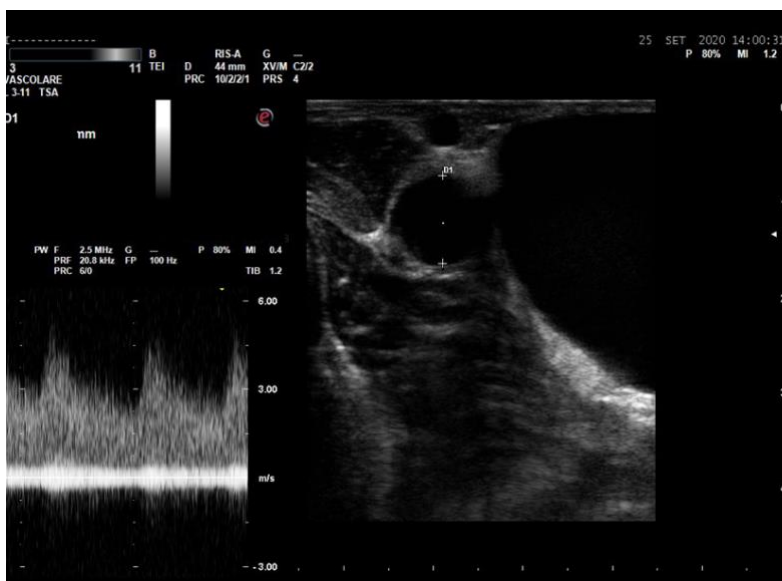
FAV con portata di 10 l/min. I parametri necessari per il calcolo della portata della FAV sono: diametro del vaso (arteria omerale) e velocità media del sangue. Flusso (ml/min) = Area × Velocità media × 60, dove per area si intende l'area di sezione del vaso (cm²) e la velocità media è quella dei globuli rossi (cm/sec) ricavata dal tracciato Doppler nella sede in cui viene misurata l'area del vaso.
